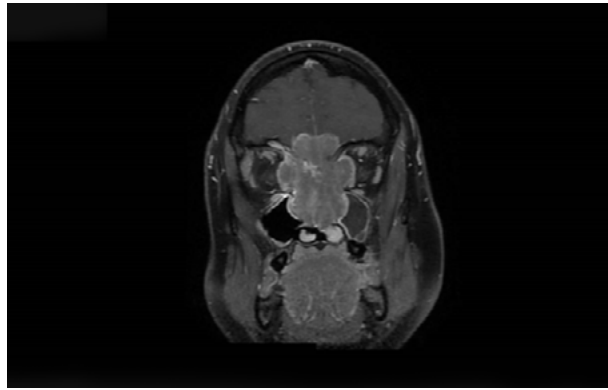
Corte coronal de RMN en T1 con contraste donde vemos la masa de partes blandas invadiendo las órbitas bilateralmente.
